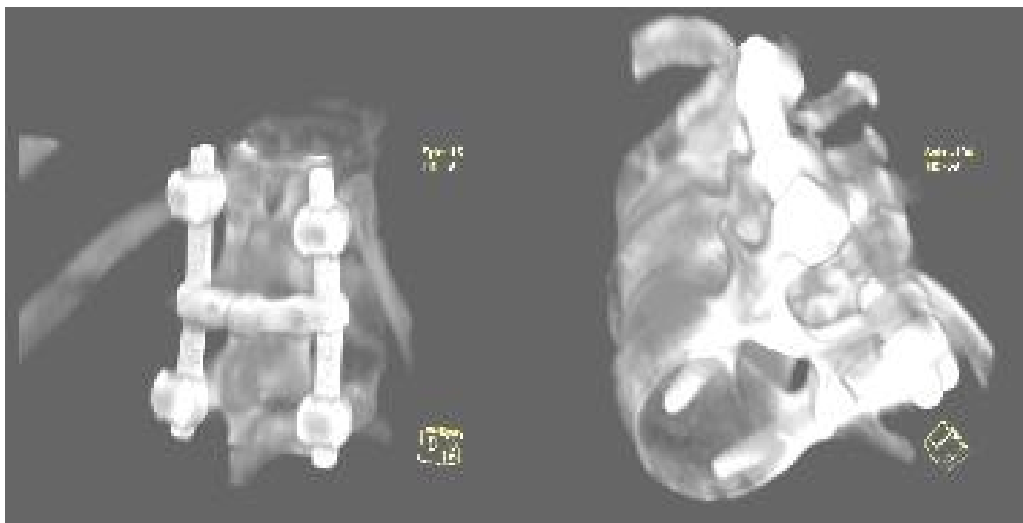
Транспедикулярная фиксация D₁₂-L₂ позвонков (компрессионно-оскольчатый перелом L₁ позвонка) конструкцией системы Xia® с мультиаксиальным коннектором М.А.С.[™] фирмы Stryker (СКТ-реконструкция).
